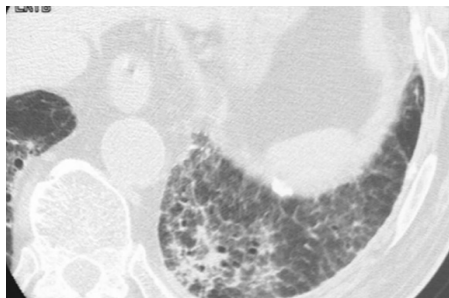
КТ ОГК при азбестозі. На аксіальних КТ зрізах через нижню частку лівої легені візуалізуються помірні та великі інтерлобарні септальні потовщення з ретикулярним зниженням прозорості, архітектурного спотворення та тракційними бронхоектазами.
